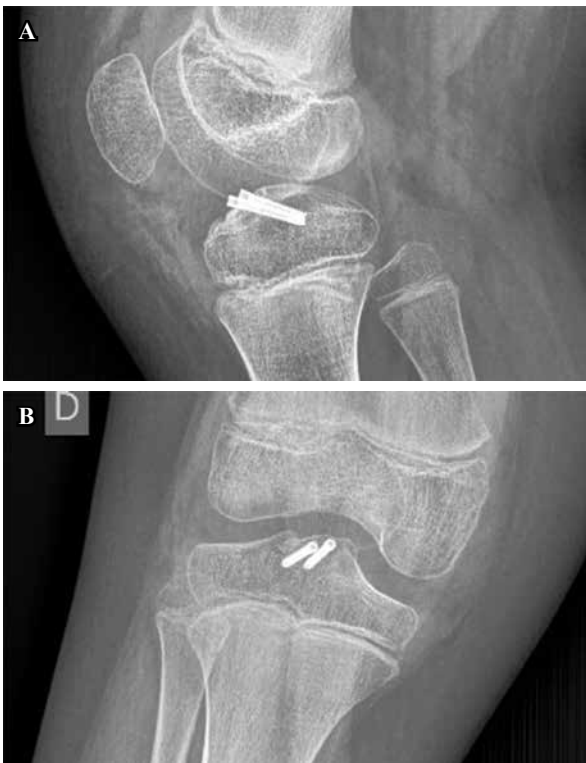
Radiografías de control en postoperatorio inmediato.
